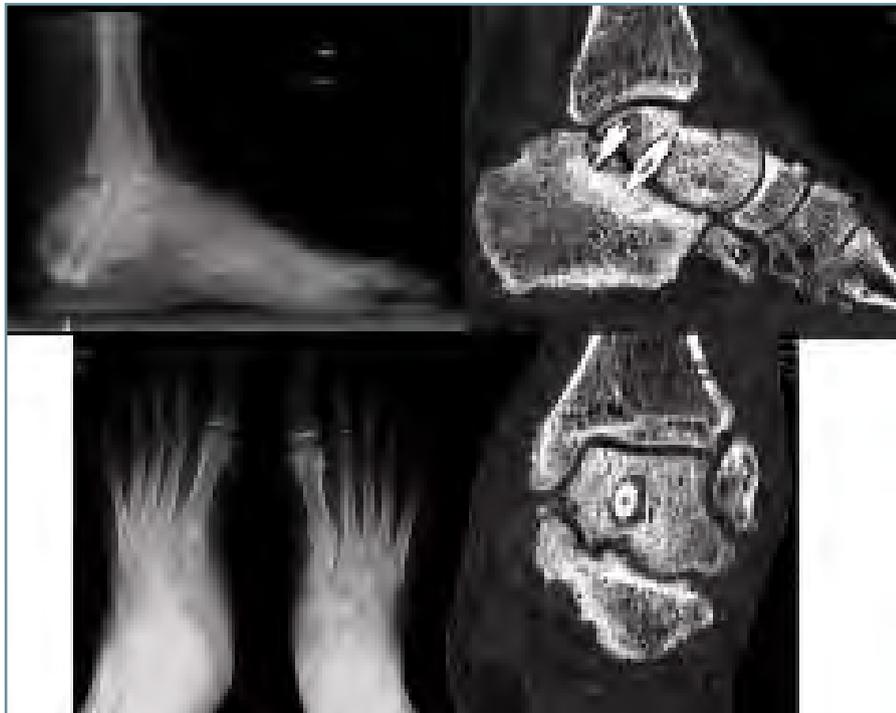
Rx en carga: aspecto consolidado y fracturas de estrés metatarsianas. En TAC se comprueba la pseudoartrosis.
